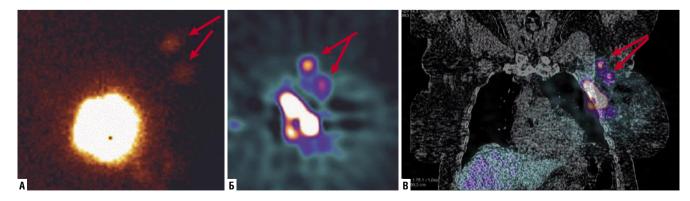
Поиск и маркировка сигнальных лимфатических узлов с помощью радиоколлоида. Изображения сигнальных лимфатических узлов, полученных после перитуморального введения радиоколлоида у пациентки с раком молочной железы на планарной сцинтиграфии (A), ОФЭКТ (Б) и ОФЭКТ/КТ (В) на дооперационном этапе.
